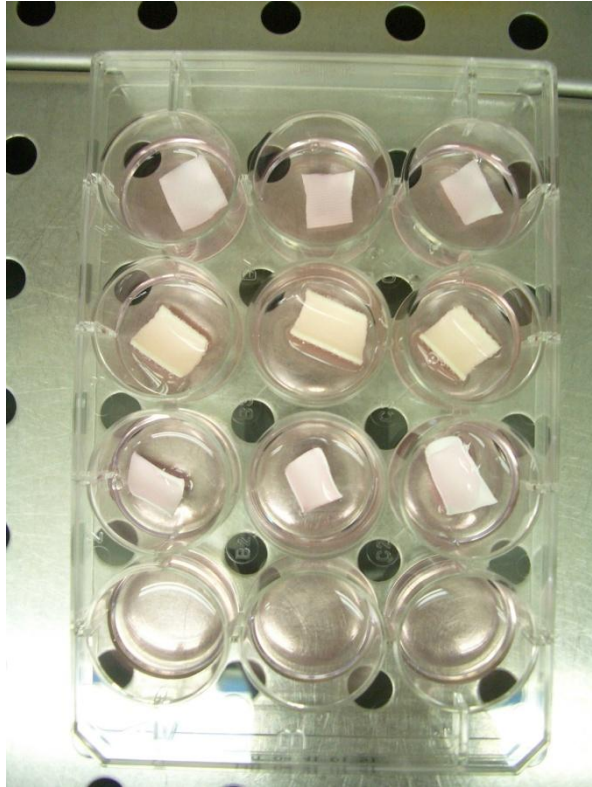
Beispiel eines Versuchsansatzes – Material und Kontrollen in einer 12-Lochplatte mit $0,5 \cdot 10^5$ Zellen/Loch in Suspension mit Kulturmedium (von oben nach unten: PET, PUR, ePTFE, Kontrollen)
